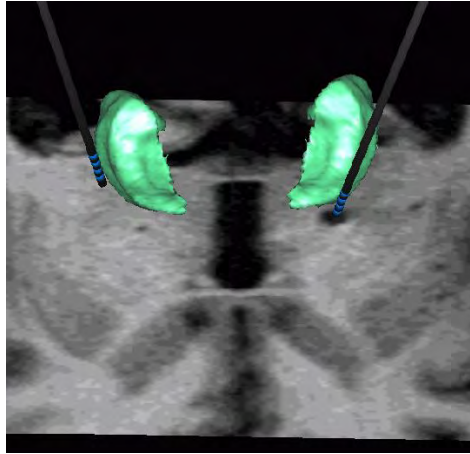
Reconstruction tridimensionnelle d'une IRM préopératoire et représentation en surimposition des contours de l'atlas adaptés au patient. Les reconstructions axiale, coronal et sagittale sont affichées simultanément. L'inspection visuelle révèle une bonne congruence entre les contours déterminés par l'atlas et l'anatomie IRM.*
